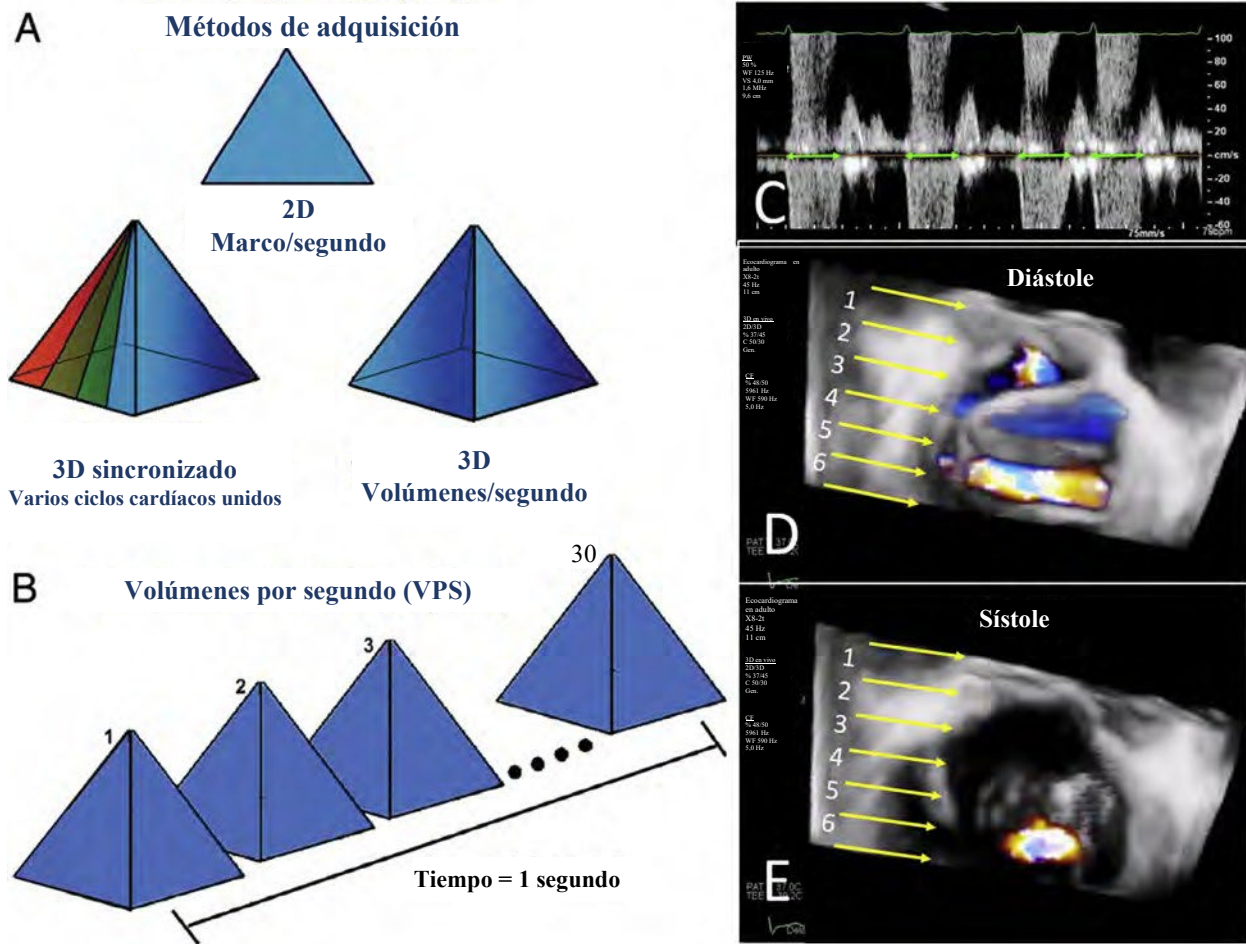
Métodos de adquisición de volumen tridimensional. Las imágenes tridimensionales pueden adquirirse como un volumen 3D de latido único o un volumen empalmado de latido múltiple (A). Para aumentar la resolución temporal y espacial de una imagen 3D, el empalme adquiere volúmenes estrechos de información en varios latidos cardíacos y luego los une para crear un conjunto de datos volumétricos más grande. Este método de adquisición de datos compensa la resolución temporal deficiente de una adquisición ecocardiográfica 3D volumétrica completa en tiempo real de un solo latido (B). En un paciente con fibrilación auricular, el intervalo de tiempo sistólico muestra menos variabilidad (C, flechas verdes) en comparación con el intervalo de tiempo diastólico. Por lo tanto, en un volumen de regurgitación de la VM Doppler color 3D usando seis subvolúmenes (D, E), es posible que los artefactos de puntos en la diástole (D) no sean prominentes en la sístole (E), aunque pueden existir artefactos de empalme no detectables. Los paneles A y B se reprodujeron con el permiso de Lang *et al.*¹¹
